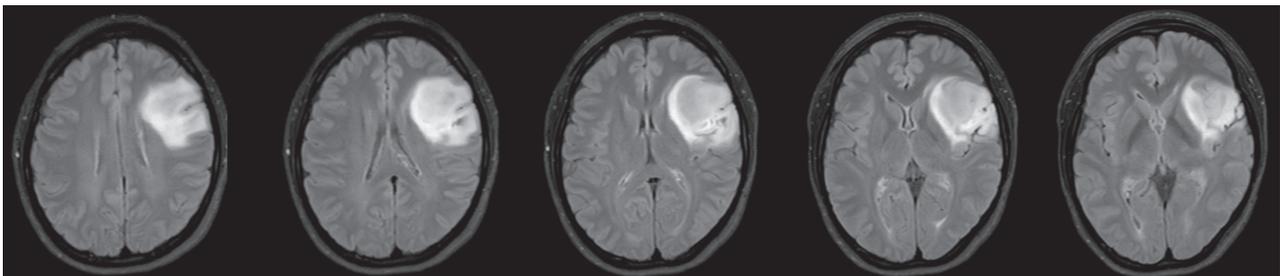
Brain MRI of a 29 years old female. Brain MRI showed an infiltrative glioma involved in left frontal lobe white matter, inferior frontal gyrus, pars opercularis, pars triangularis and insula. And there is hemorrhage in left basal ganglia and subcortical area.
